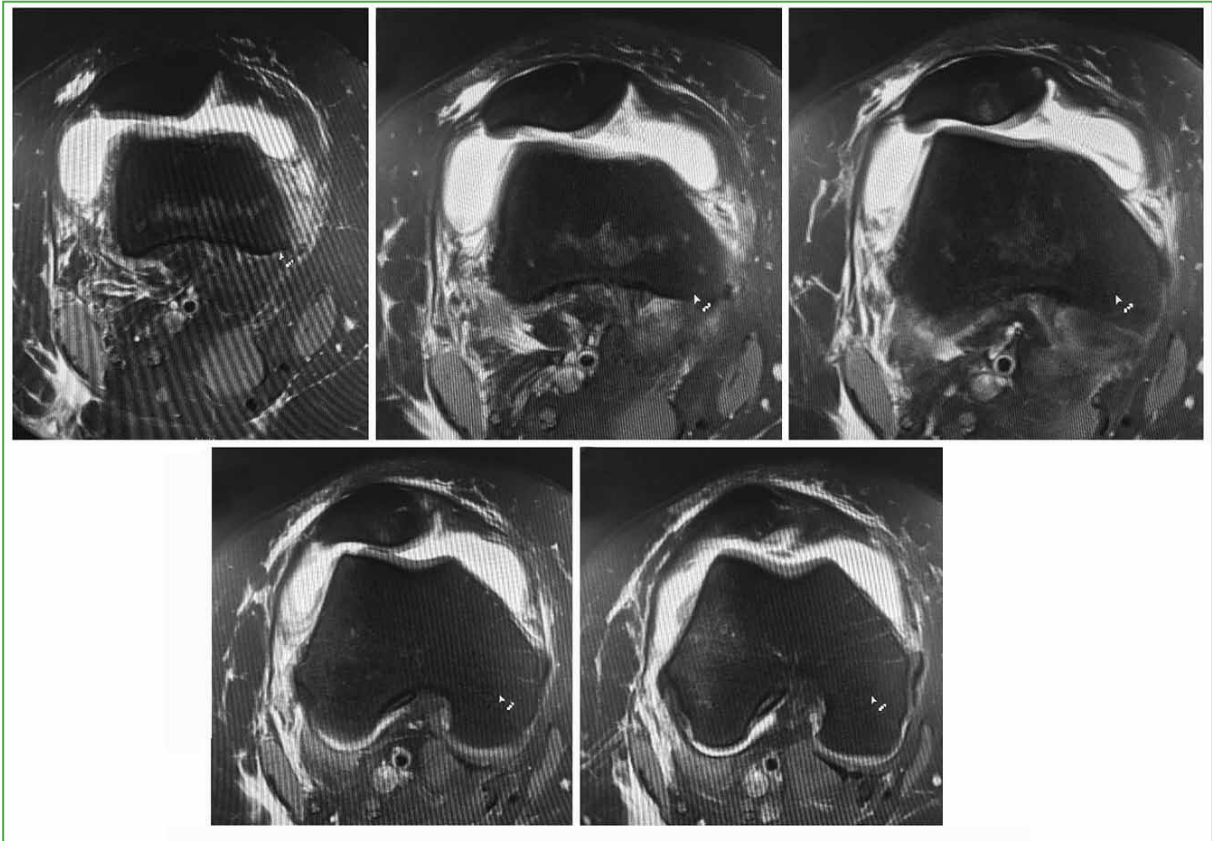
Artroresonancia directa de rodilla. Se detecta una lesión condral de rótula grado IV.
